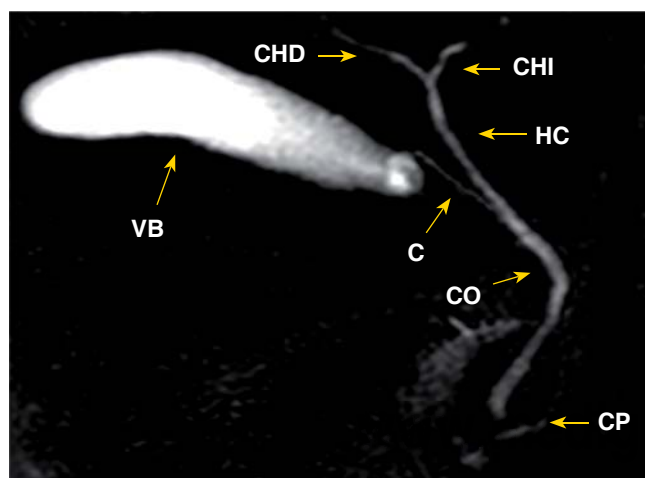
Estudio de colangiopancreatografía por resonancia magnética normal.
